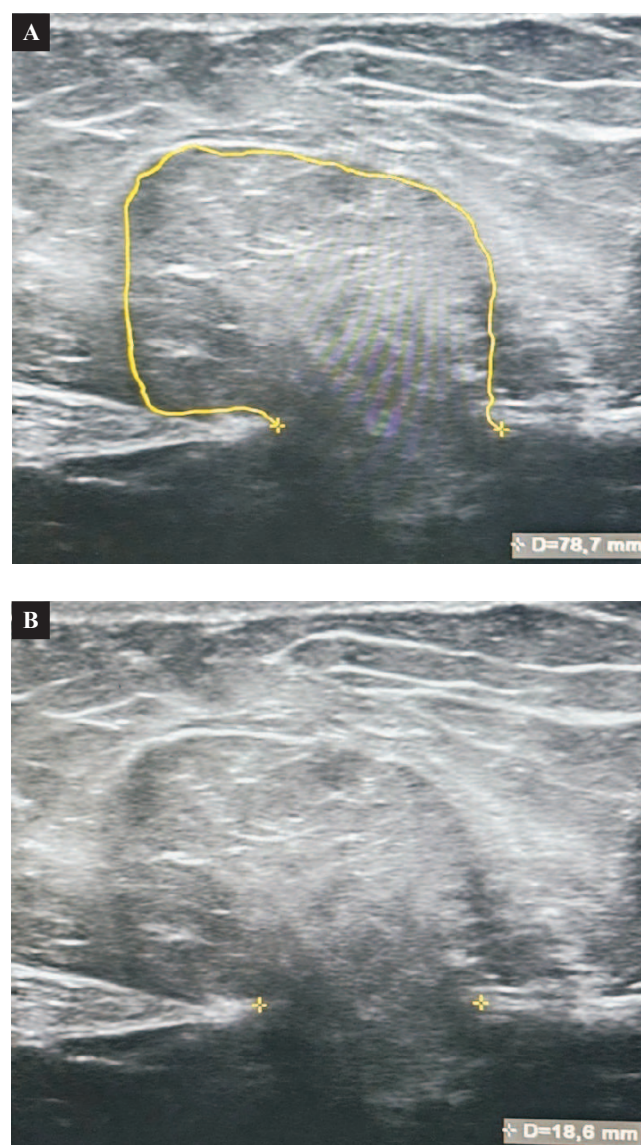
A. Ultrasonido donde se observa el saco herniario. B. Ultrasonido donde se observa el anillo herniario.
